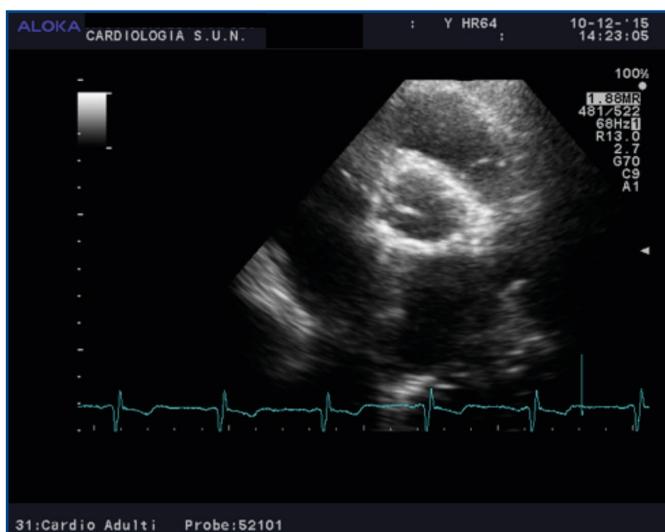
• Sclerosi valvolare aortica in paziente con ipercolesterolemia familiare omozigote in proiezione ecocardiografica parasternale short axis.
